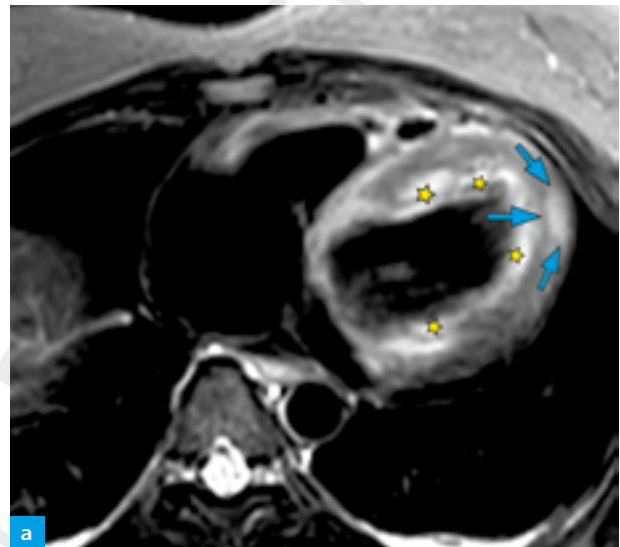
(a, b) Myokarditis. Herz-MRT; (a) Einzelbild einer anatomisch axialen T2w-STIR-Sequenz; (b) Einzelbild einer LE-PSIR-Sequenz in der 4CH-Ebene. (a, b) Die Myokarditis involviert das Myokard in einem fleckigen Verteilungsmuster. Die erkrankten Abschnitte sind anhand des Ödems und der pathologischen KM-Speicherung erkennbar: (a) hyperintenses Signal im apikalen Myokard als Ausdruck erhöhten Wassergehalts im Sinne eines Ödems (Pfeile). Der endokardnahe Signalanstieg (Sterne) ist durch den langsamen Fluss im Bereich der Trabekeln bedingt und kein Ödem. (b) Pathologische KM-Speicherung im LE als Ausdruck der Vergrößerung des extrazellulären Kompartiments der entzündlich veränderten Myokardbereiche (Pfeile).
